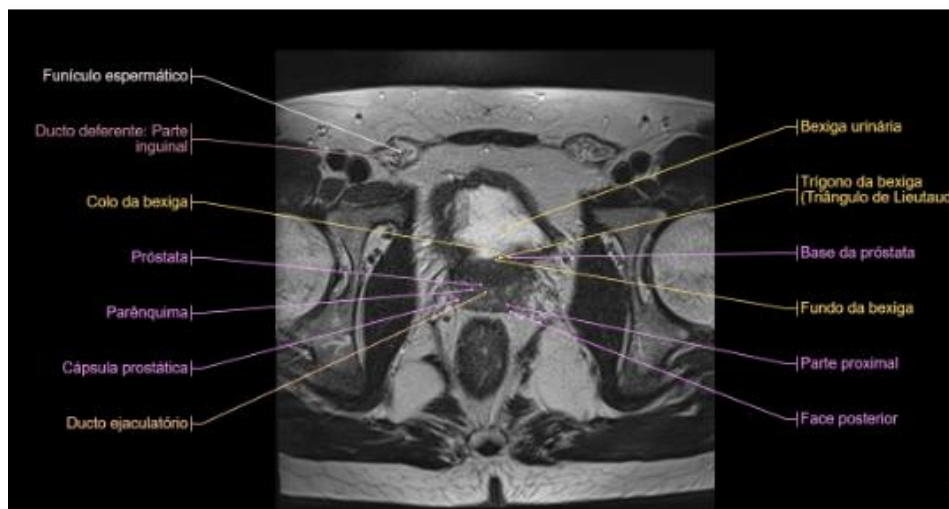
Ilustração de MRI pélvica em corte axial, anatomia da glândula da próstata e estruturas adjacentes (Micheau Antoine & Hoa Denis, 2025).
